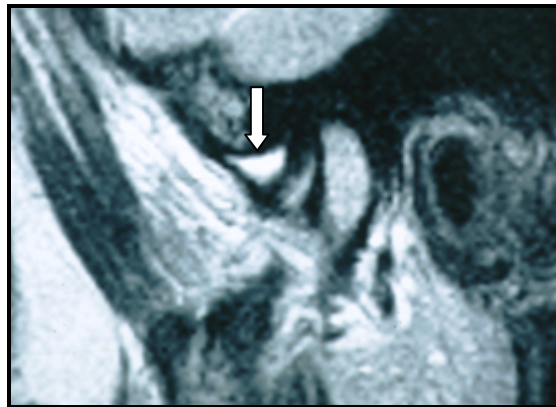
IRM da ATM, na posição de boca fechada, seta mostrando o disco deslocado anteriormente e a presença de hipersinal no espaço supra-discal, representando o derrame articular. Fonte: Tese.
